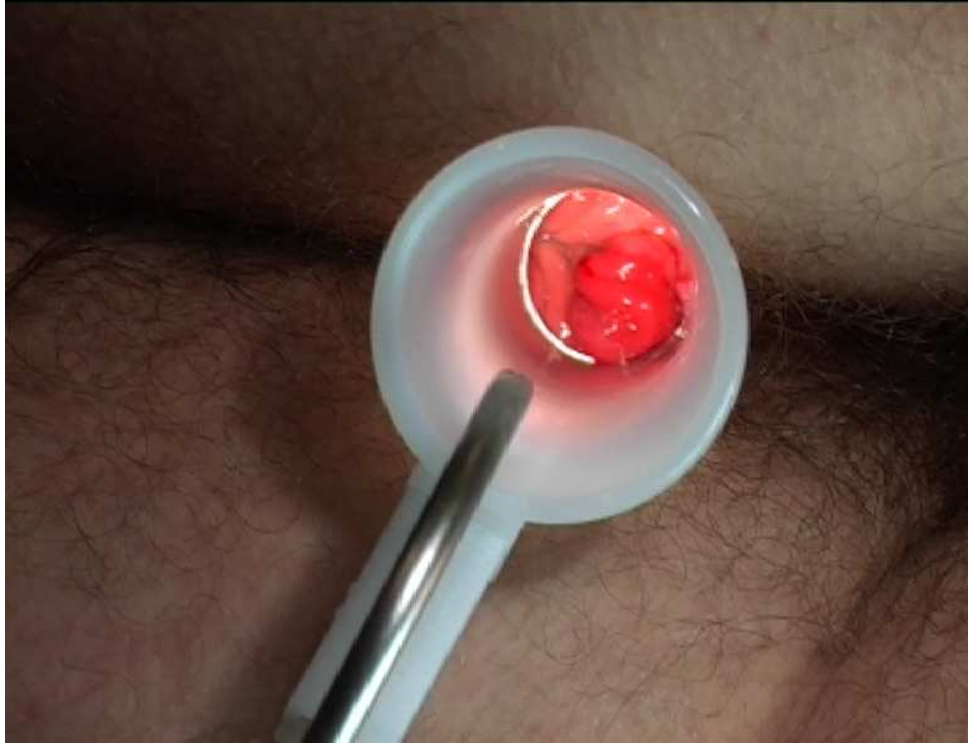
Matériel de ligature doppler guidée
